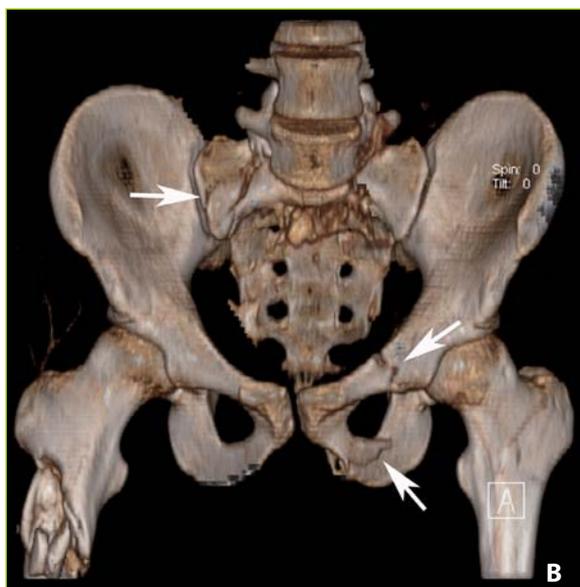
Patient âgé de 30 ans, accident de voiture. Traumatisme du bassin avec fracture par compression latérale. Choc hypovolémique contrôlé par transfusion. A. Coupe TDM pelvienne : fracture engrenée des deux ailerons sacrés et extravasation de produit de contraste dans l'espace présacré et les muscles fessiers (flèches). B. Reconstruction 3D VRT, vue antérieure : fracture de l'aileron sacré droit et des branches ilio- et ischio-pubiennes gauches (flèches). C. Artériographie, opacification de l'axe iliaque gauche : spasme artériel majeur et fuites de produit de contraste multiples, aux dépens de branches de l'artère glutéale supérieure (têtes de flèches), sacrée latérale et ilio-lombaire (flèches). D. Contrôle angiographique après embolisation du tronc de l'artère iliaque interne gauche. E. Opacification de l'axe iliaque droit : spasme artériel majeur et fuites de produit de contraste sur l'artère obturatrice (flèches) et les sacrées latérales (têtes de flèches). F. Contrôle artériographique après embolisation du tronc de l'hypogastrique gauche.
